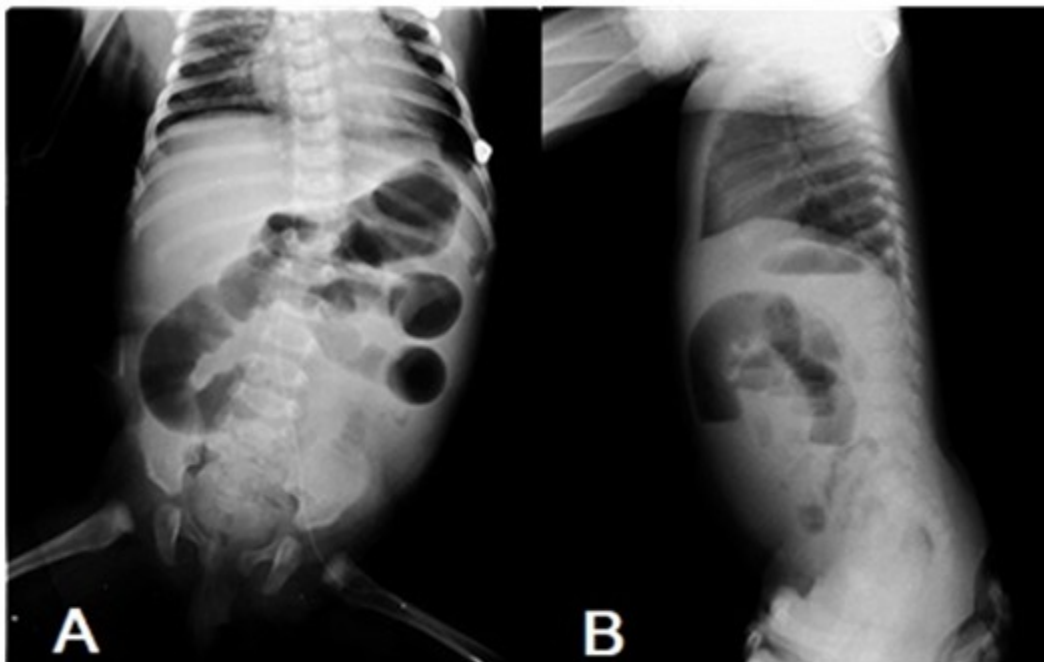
Radiografía de abdomen vista anteroposterior de paciente en decúbito supino definiéndose distensión de asas intestinales. B: Vista lateral de abdomen de pie con presencia de niveles hidroaéreos.
